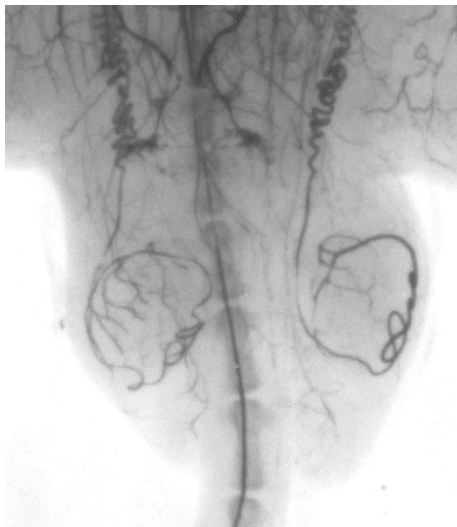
Рентгенангіограма яєчок щурів на першу добу дозованої компресії сім'яного канатика
